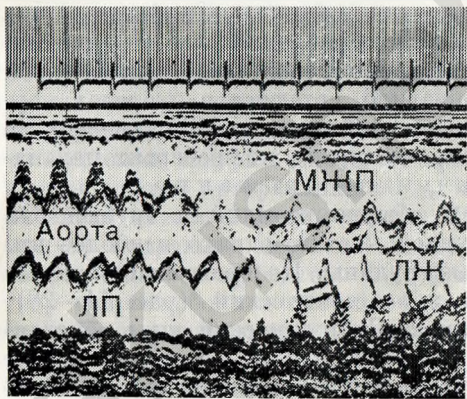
30. Эхокардиографическая локация левого желудочка и аорты у больного с тетрадой Фалло.
